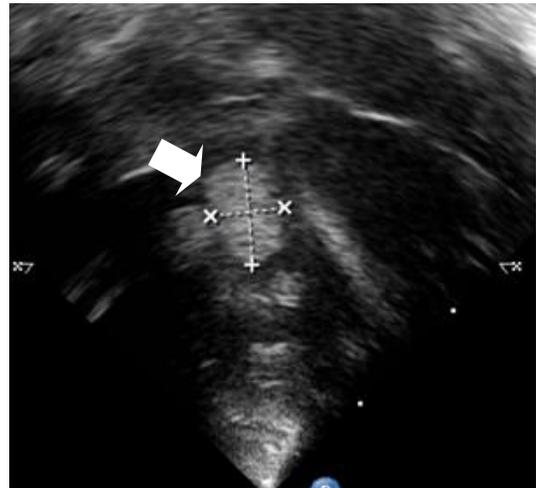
Echocardiography showing a large vegetation on tricuspid valve.
